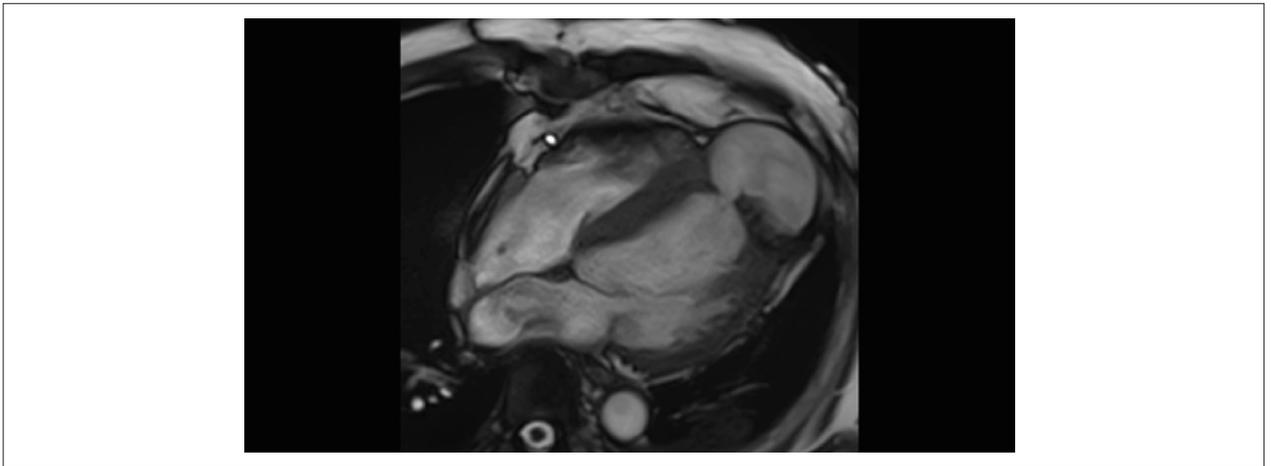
Ressonância magnética cardíaca em cortes de eixo longo, evidenciando pseudoaneurisma apical. Observam-se, nos mesmos cortes, áreas de fibrose pela técnica de realce tardio miocárdico, sem presença de realce na região aneurismática (ausência de miocárdio).
